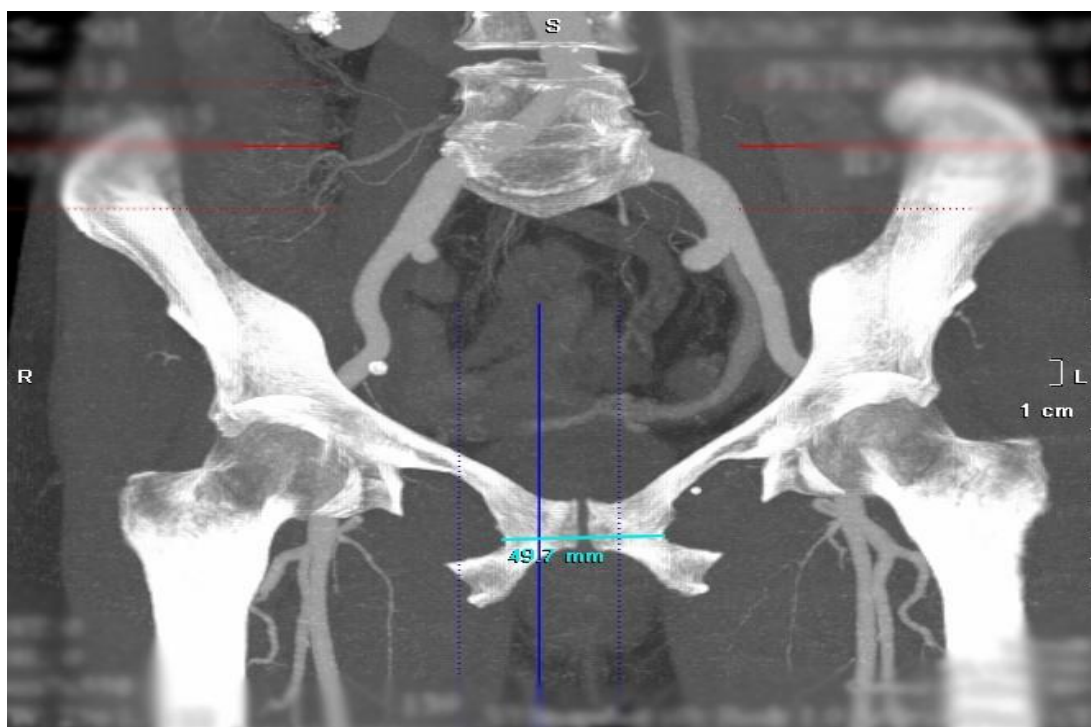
Расчёт погрешности измерения рентгенологического изображения
